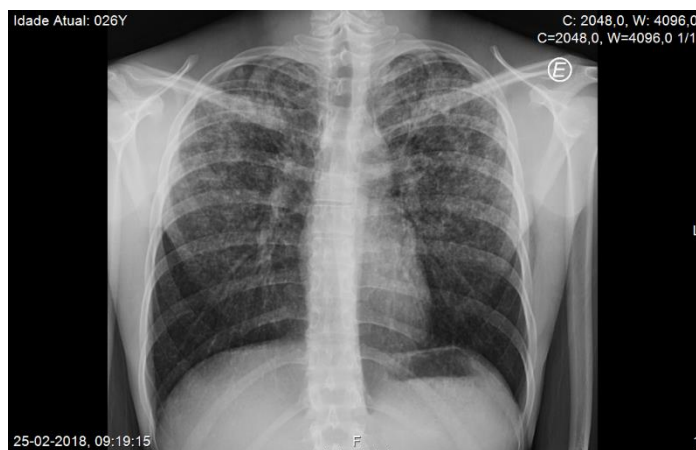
Radiografia de tórax. Evidente padrão intersticial micronodular, correspondendo à primeira ida ao serviço de urgência (25-02-2018).
